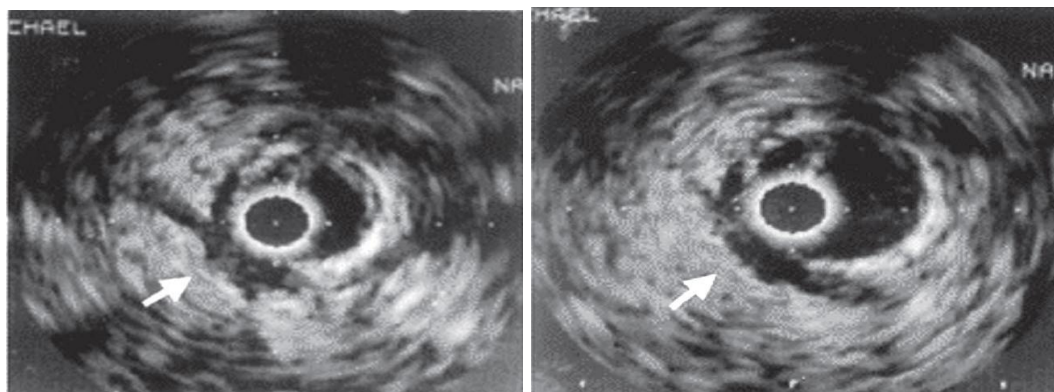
ВСУЗИ. Феномен «полумесяца».
